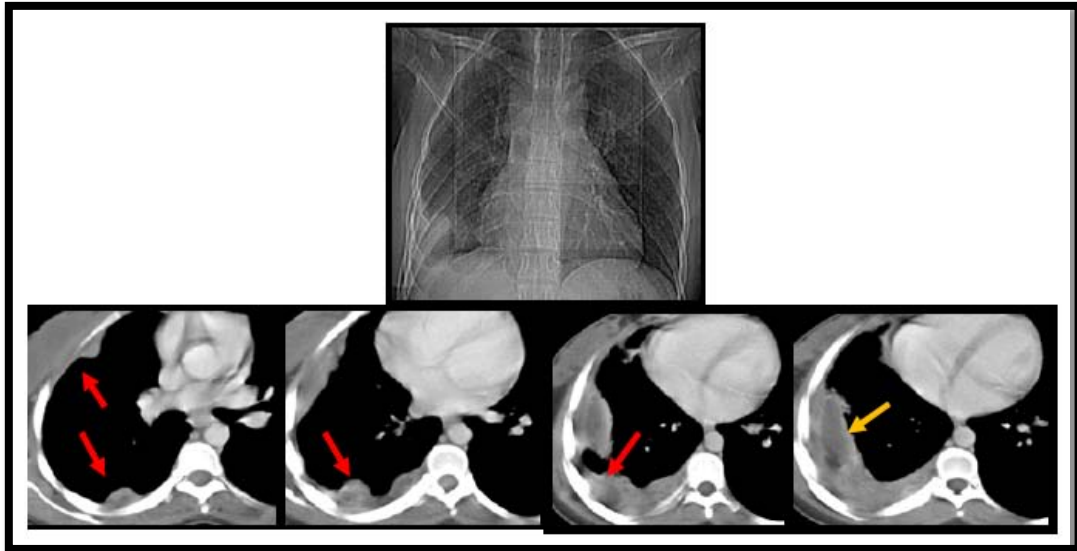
Radiographie standard de face et TDM thoracique en coupes axiales, Fenêtre médiastinale, après injection du produit de contraste
